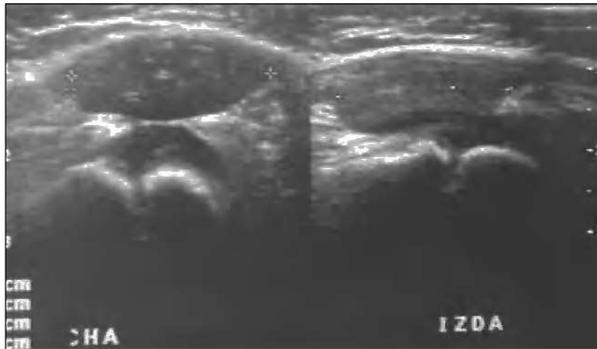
Ecografía de ambas rodillas en la que se aprecia marcada atrofia del músculo vasto intermedio y un área de mayor ecogenicidad que se interpreta como posible fibrosis.
